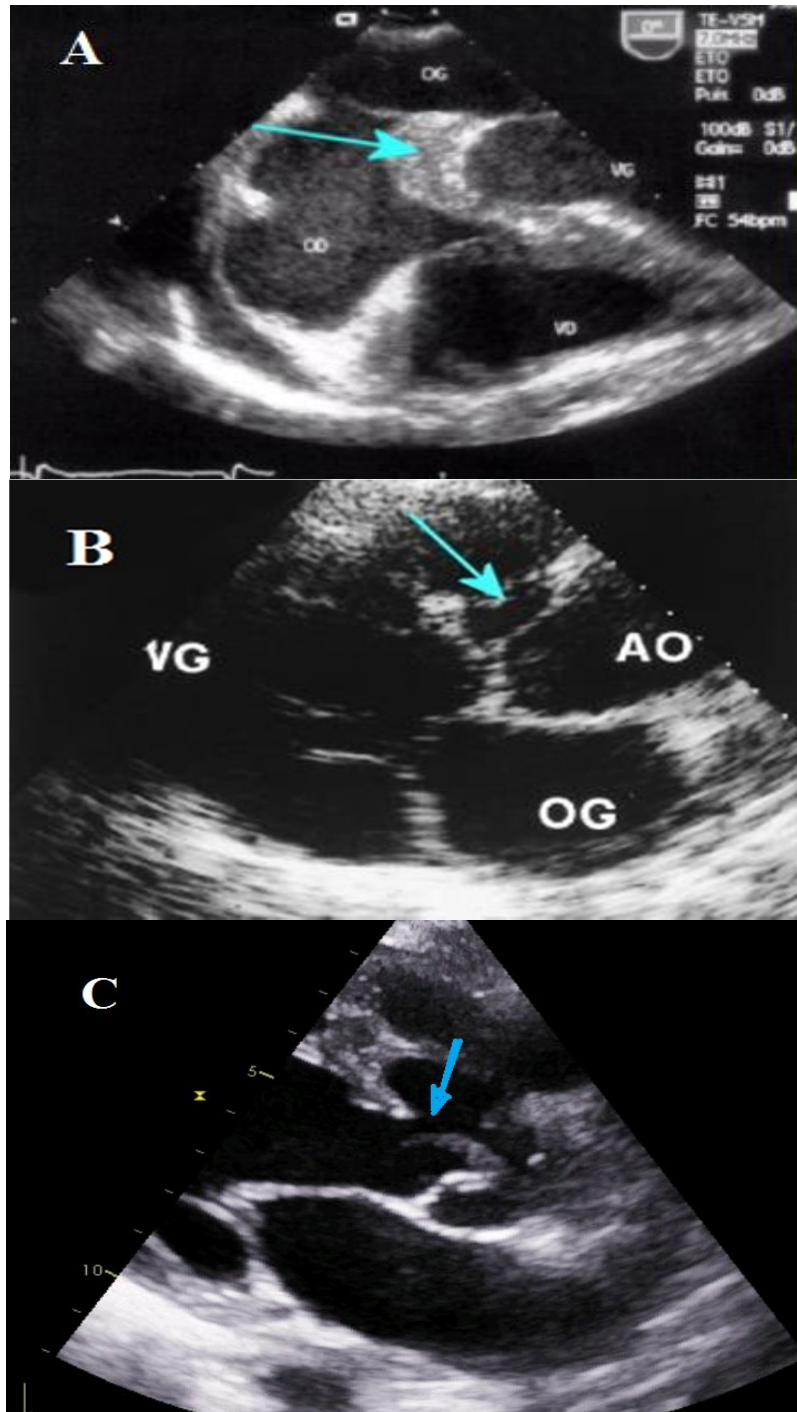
Différents aspects de l'abcès myocardique à l'échocardiographie :
